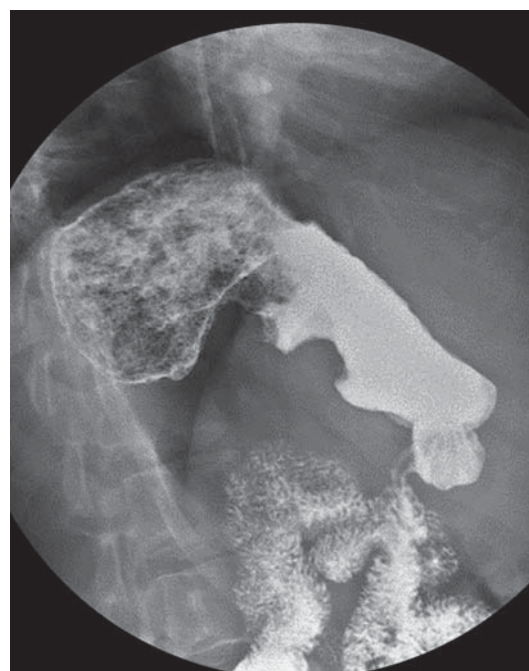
Рентгенограмма желудка в условиях двойного контрастирования, в косой проекции. В теле желудка и по малой кривизне определяется дефект наполнения с неровными бугристыми контурами.
